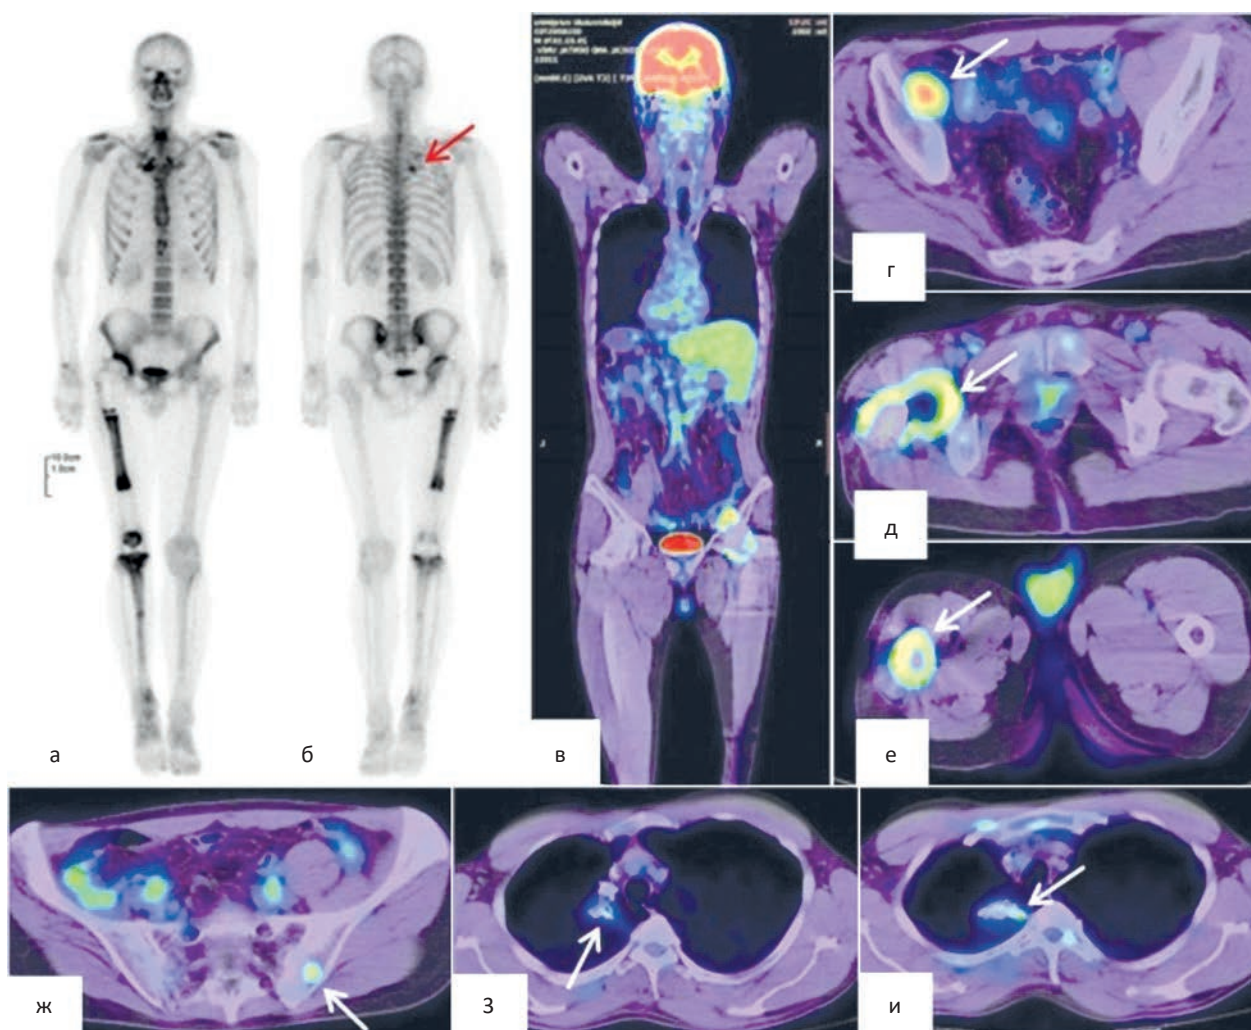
Остеосцинтиграфия (а, б) и ПЭТ/КТ (в — все тело, г-ж — уровень таза и верхней трети бёдер, з-и — уровень грудной клетки)
